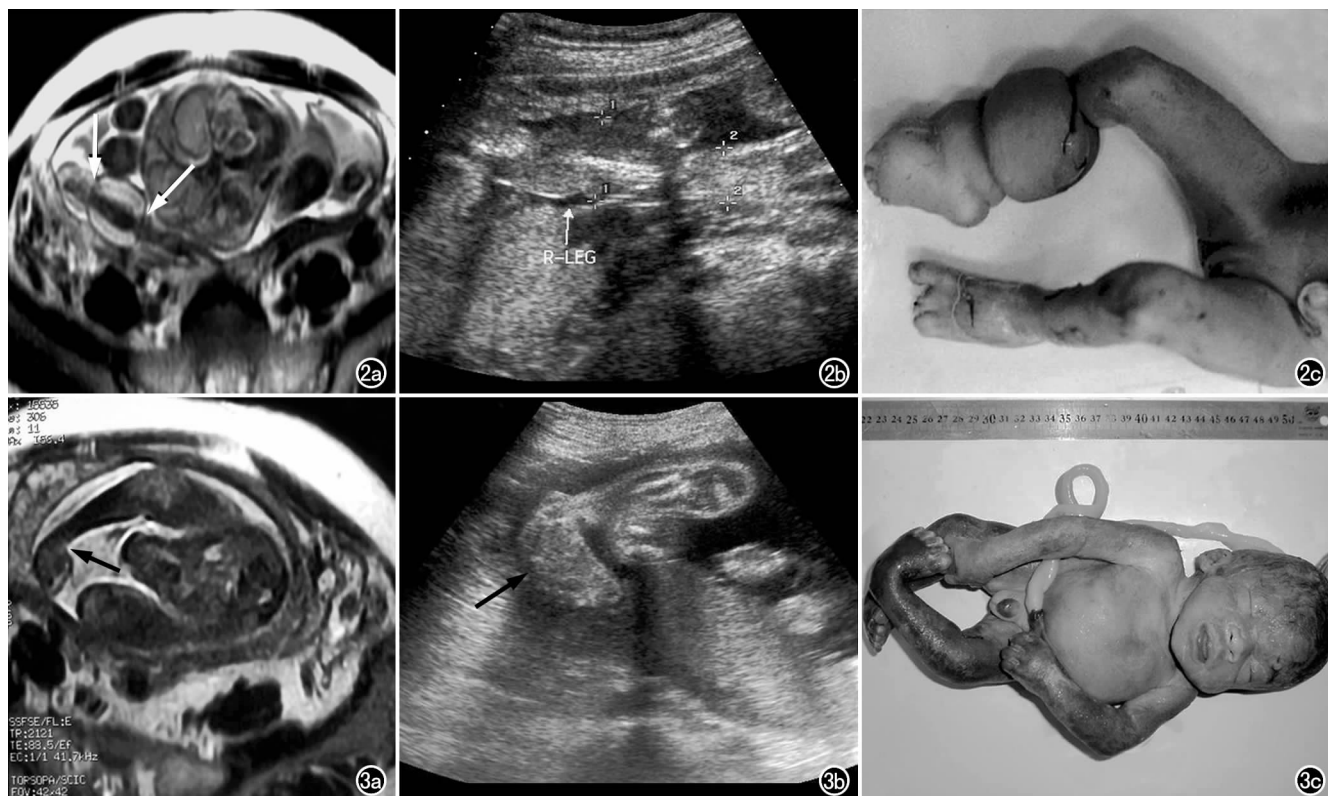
右下肢狭窄环畸形伴水肿。a) MRI 示下肢明显水肿、增粗,呈显著的高信号,伴 2 个大小不等的狭窄环(箭); b) US 示胎儿右侧大腿厚度正常(1.84 cm),小腿明显增厚(2.8 cm),软组织水肿,可见 2 个狭窄环; c) 引产后标片显示胎儿右侧小腿明显肿胀,下段见 2 个狭窄环。图 3 马蹄内翻足畸形。a) MRI 示左足的位置失常,踝关节明显内翻内收(箭); b) US 示胎儿左足呈“马蹄内翻”(箭); c) 引产后标片显示左足踝关节明显内翻。
